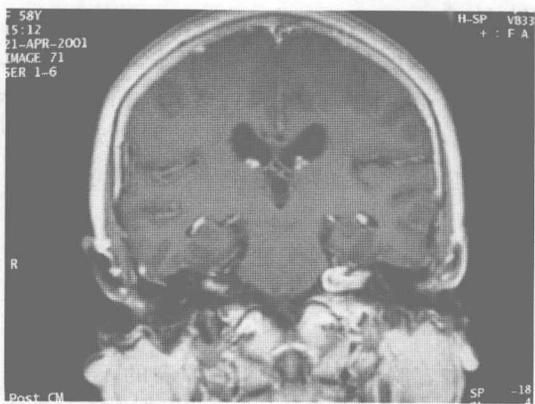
头颅MRI增强扫描示左侧听神经瘤
